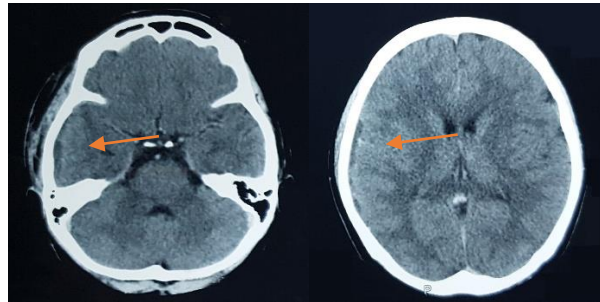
CT scan kepala kontras didapatkan adanya abses serebri soliter (panah oranye) yang mendesak tidak hanya dari lesi struktural namun dari edema perifokalnya juga. Bone window menunjukkan adanya peradangan pada sinus mastoid (panah oranye).
